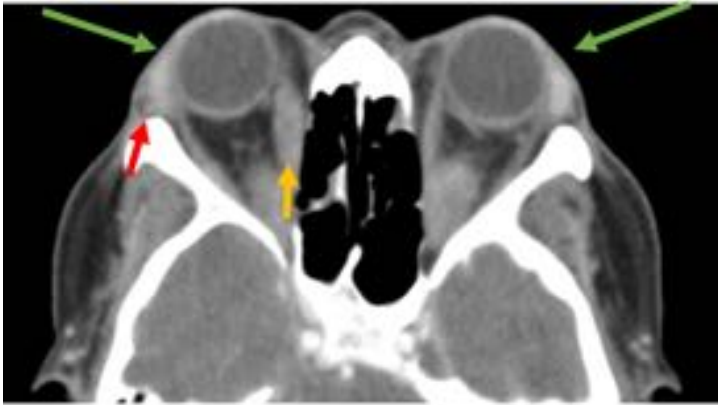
Enfermedad inflamatoria orbitaria idopática. Corte axial de TC de órbitas sin CIV de una mujer de 47 años con exoftalmo bilateral. Se observa un exoftalmo bilateral (flechas verdes), engrosamiento de del músculo recto medial y lateral; así mismo se observa una afectación de la grasa adyacente y de la insercción tendinosa del músculo recto lateral. (flecha roja)
